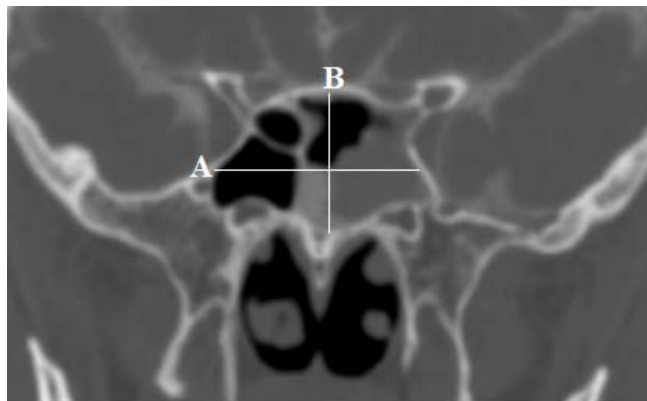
КТ фронтальная проекция: А – ширина пазухи, В – высота пазухи
